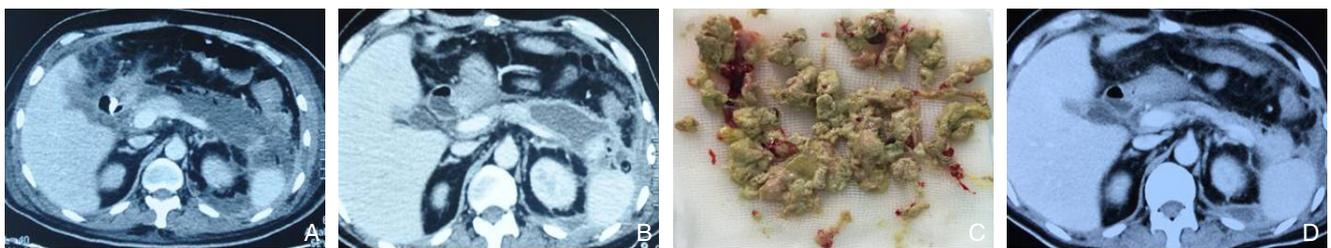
降阶梯策略治疗 MDRO 感染 WOPN 病例 A: 传统开放手术前 CT; B: 传统开放手术后、MARPN 手术前 CT; C: MARPN 清除的胰腺坏死组织; D: MARPN 手术后复查 CT
